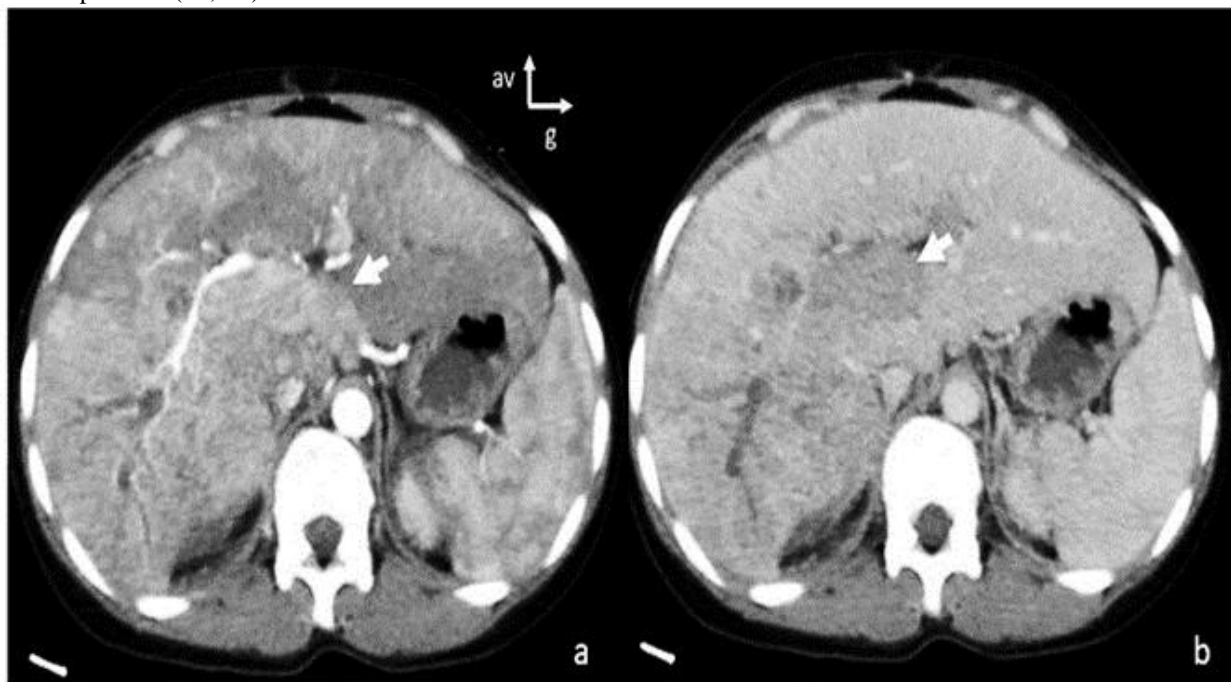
patient de 33 ans. Coupes axiales de TDM abdominale montrant un envahissement du tronc porte rehaussée au temps artériel (a) avec lavage au temps portal (b) en rapport avec un envahissement tumoral endoveineux.
